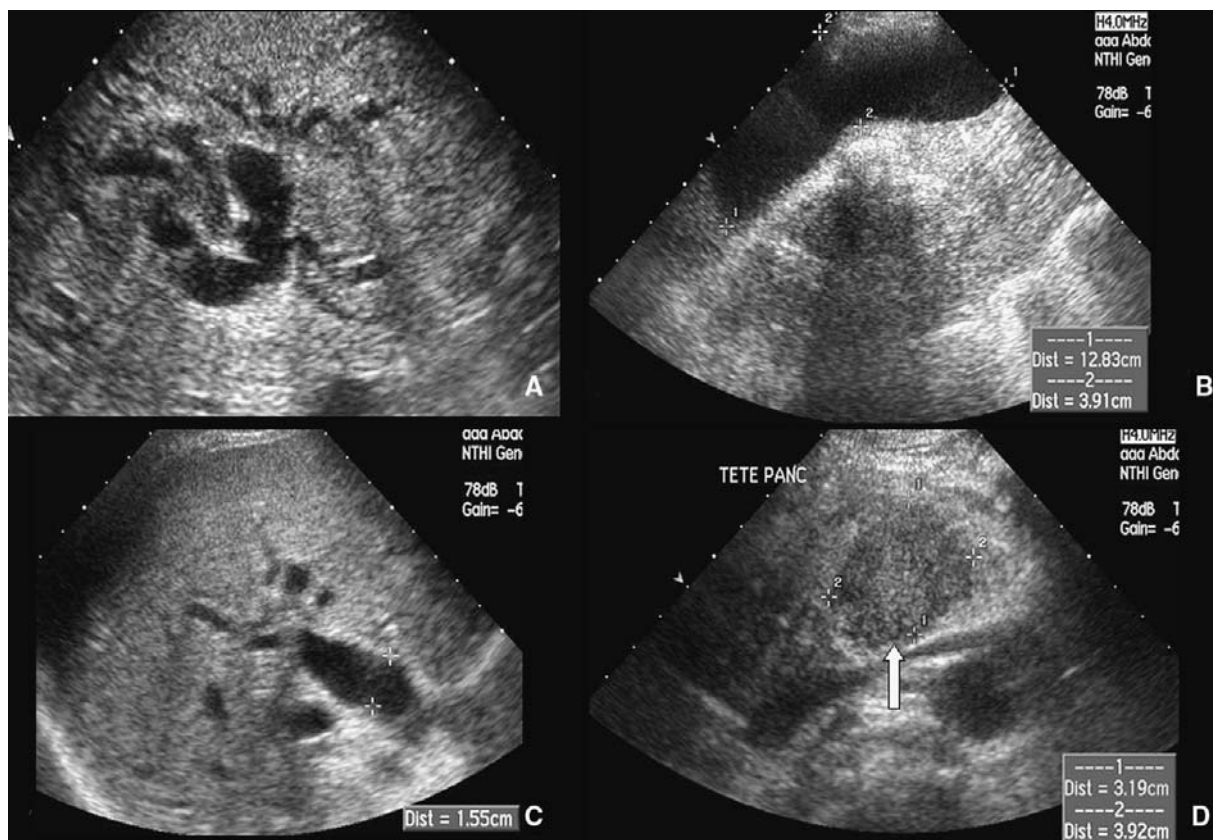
Échographie en cas de tumeur du pancréas.
